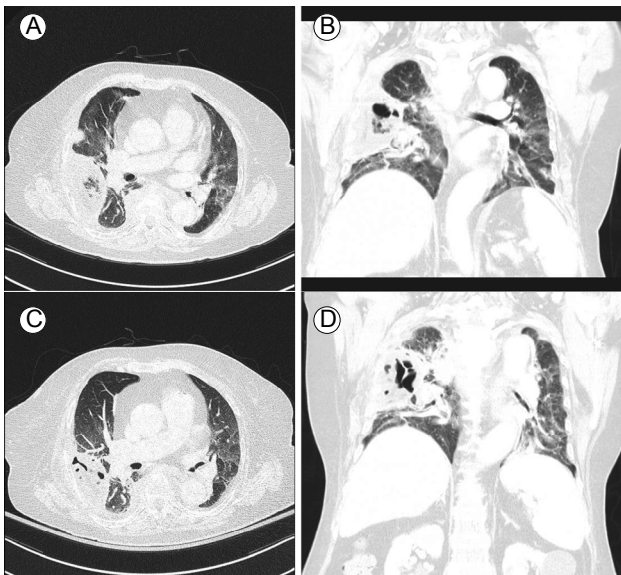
Three weeks before admission, axial (A) and coronal (B) chest computed tomography (CT) scans show consolidation with air bronchogram and a 'reversed halo sign' in the right upper lobe (RUL). At the time of admission, the axial (C) and coronal (D) chest CT scans showed no change of cavitary lesion in the RUL.
